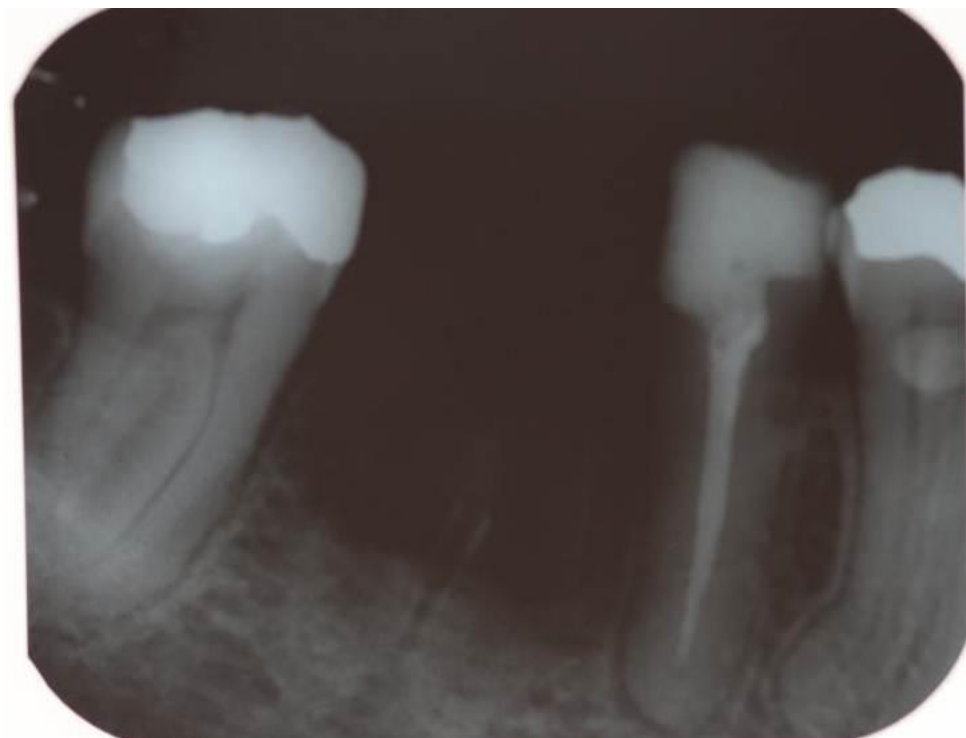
Radiografia periapical da região do 46-48 demonstrando área ainda de irregularidade óssea e não cicatrização.
